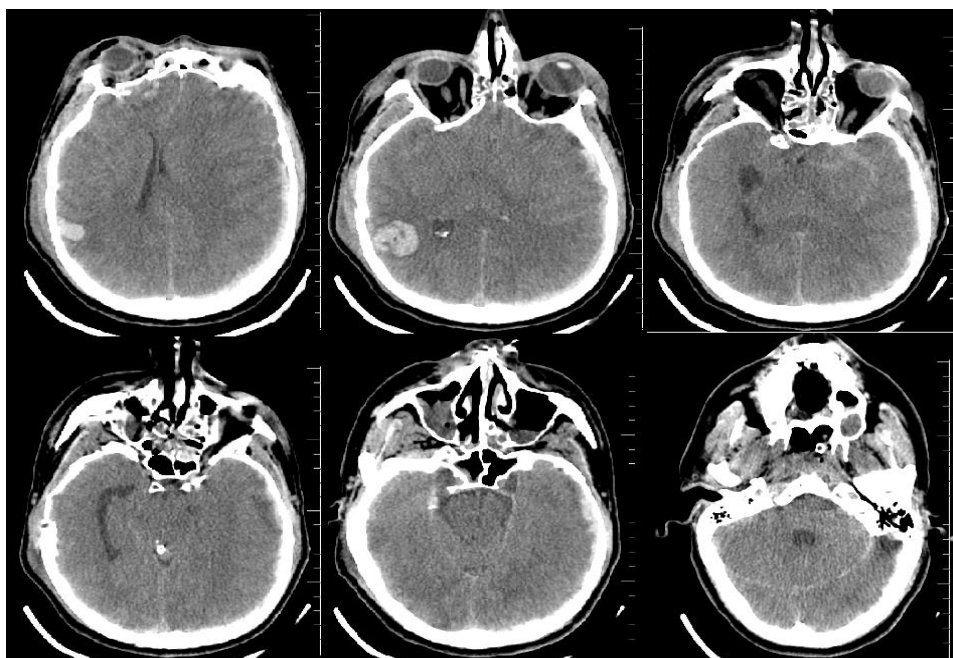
Данные первичного КТ исследования ГМ при поступлении.
